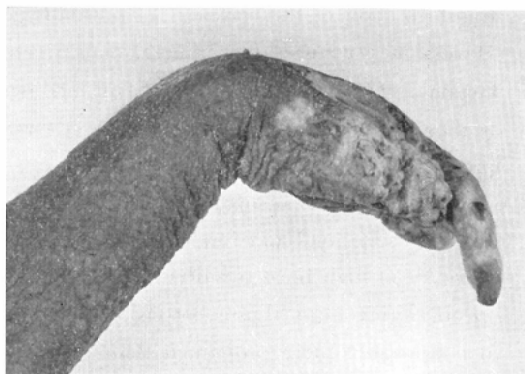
Amputated right forearm of a surgeon with skin carcinoma of the hand induced by occupational X-ray exposure.
